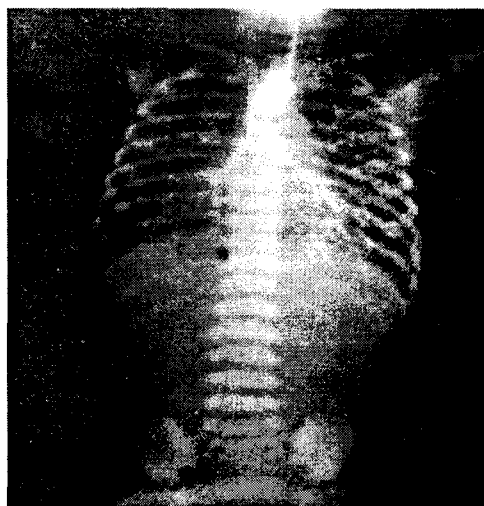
Radiografie cu substanță de contrast introdusă pe sonda radioopacă, cu aspect de bronhogramă, prin aspirarea substanței de contrast în arborele traheo-bronșic.
